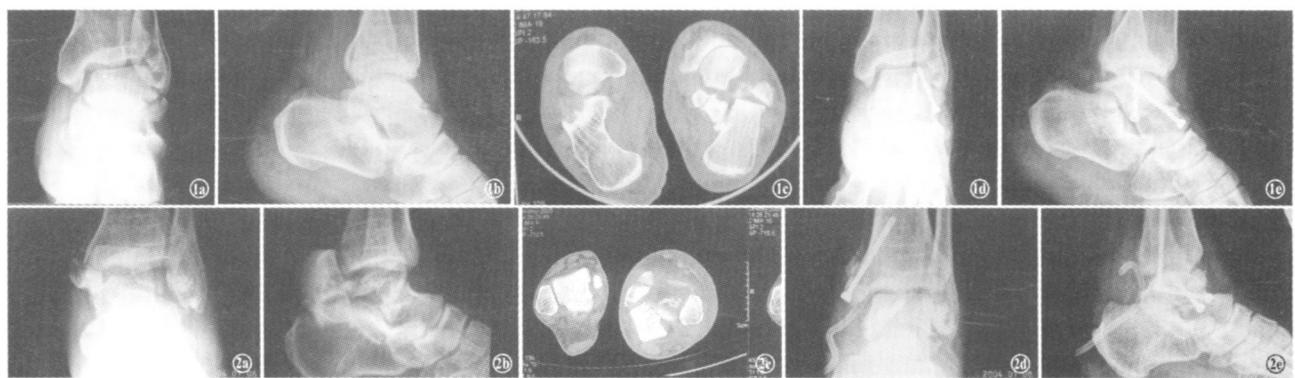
Hawkins II型骨折 1a 1b 术前正侧位 X 线片 1c 术前 CT 片示距骨颈骨折合并跟骨骨折, 距下关节脱位 1d 1e 术后正侧位 X 线片示骨折脱位复位, 松质骨螺钉内固定 图 2 Hawkins III型骨折 2a 2b 术前正侧位 X 线片 2c 术前 CT 片示距骨粉碎性骨折合并内踝骨折, 踝关节脱位, 距骨体移位至跟腱内下方 2d 2e 术后正侧位 X 线片示骨折脱位复位, 松质骨螺钉内固定
